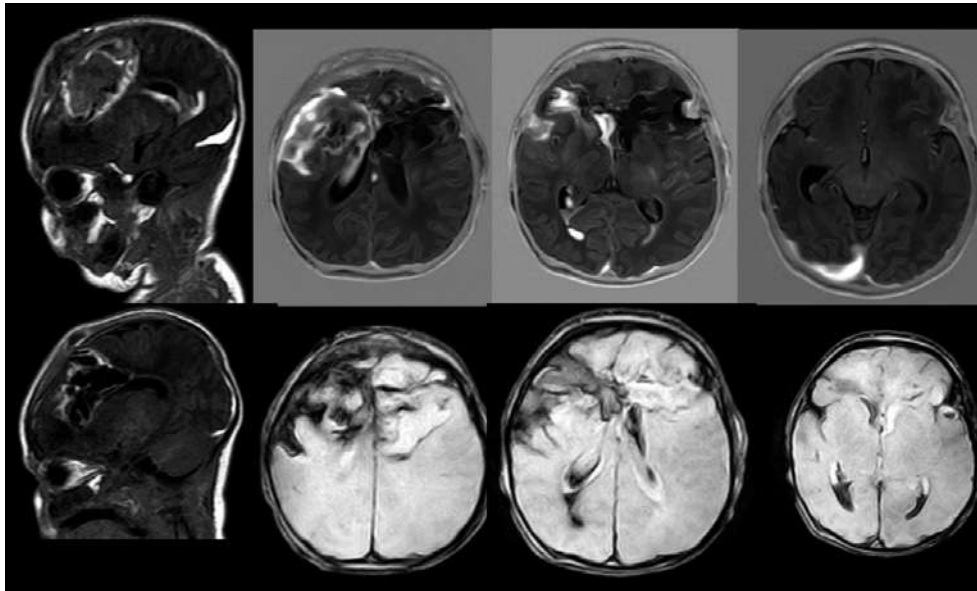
Resonancia magnética cerebral
